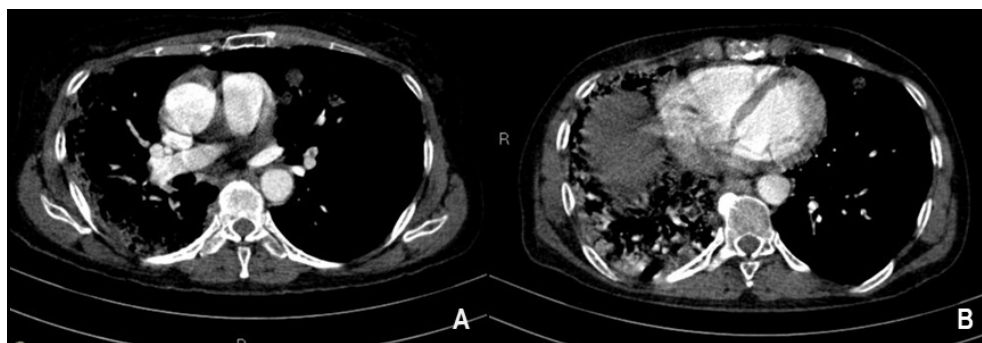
Fotografias de TC de tórax da paciente realizada na internação
